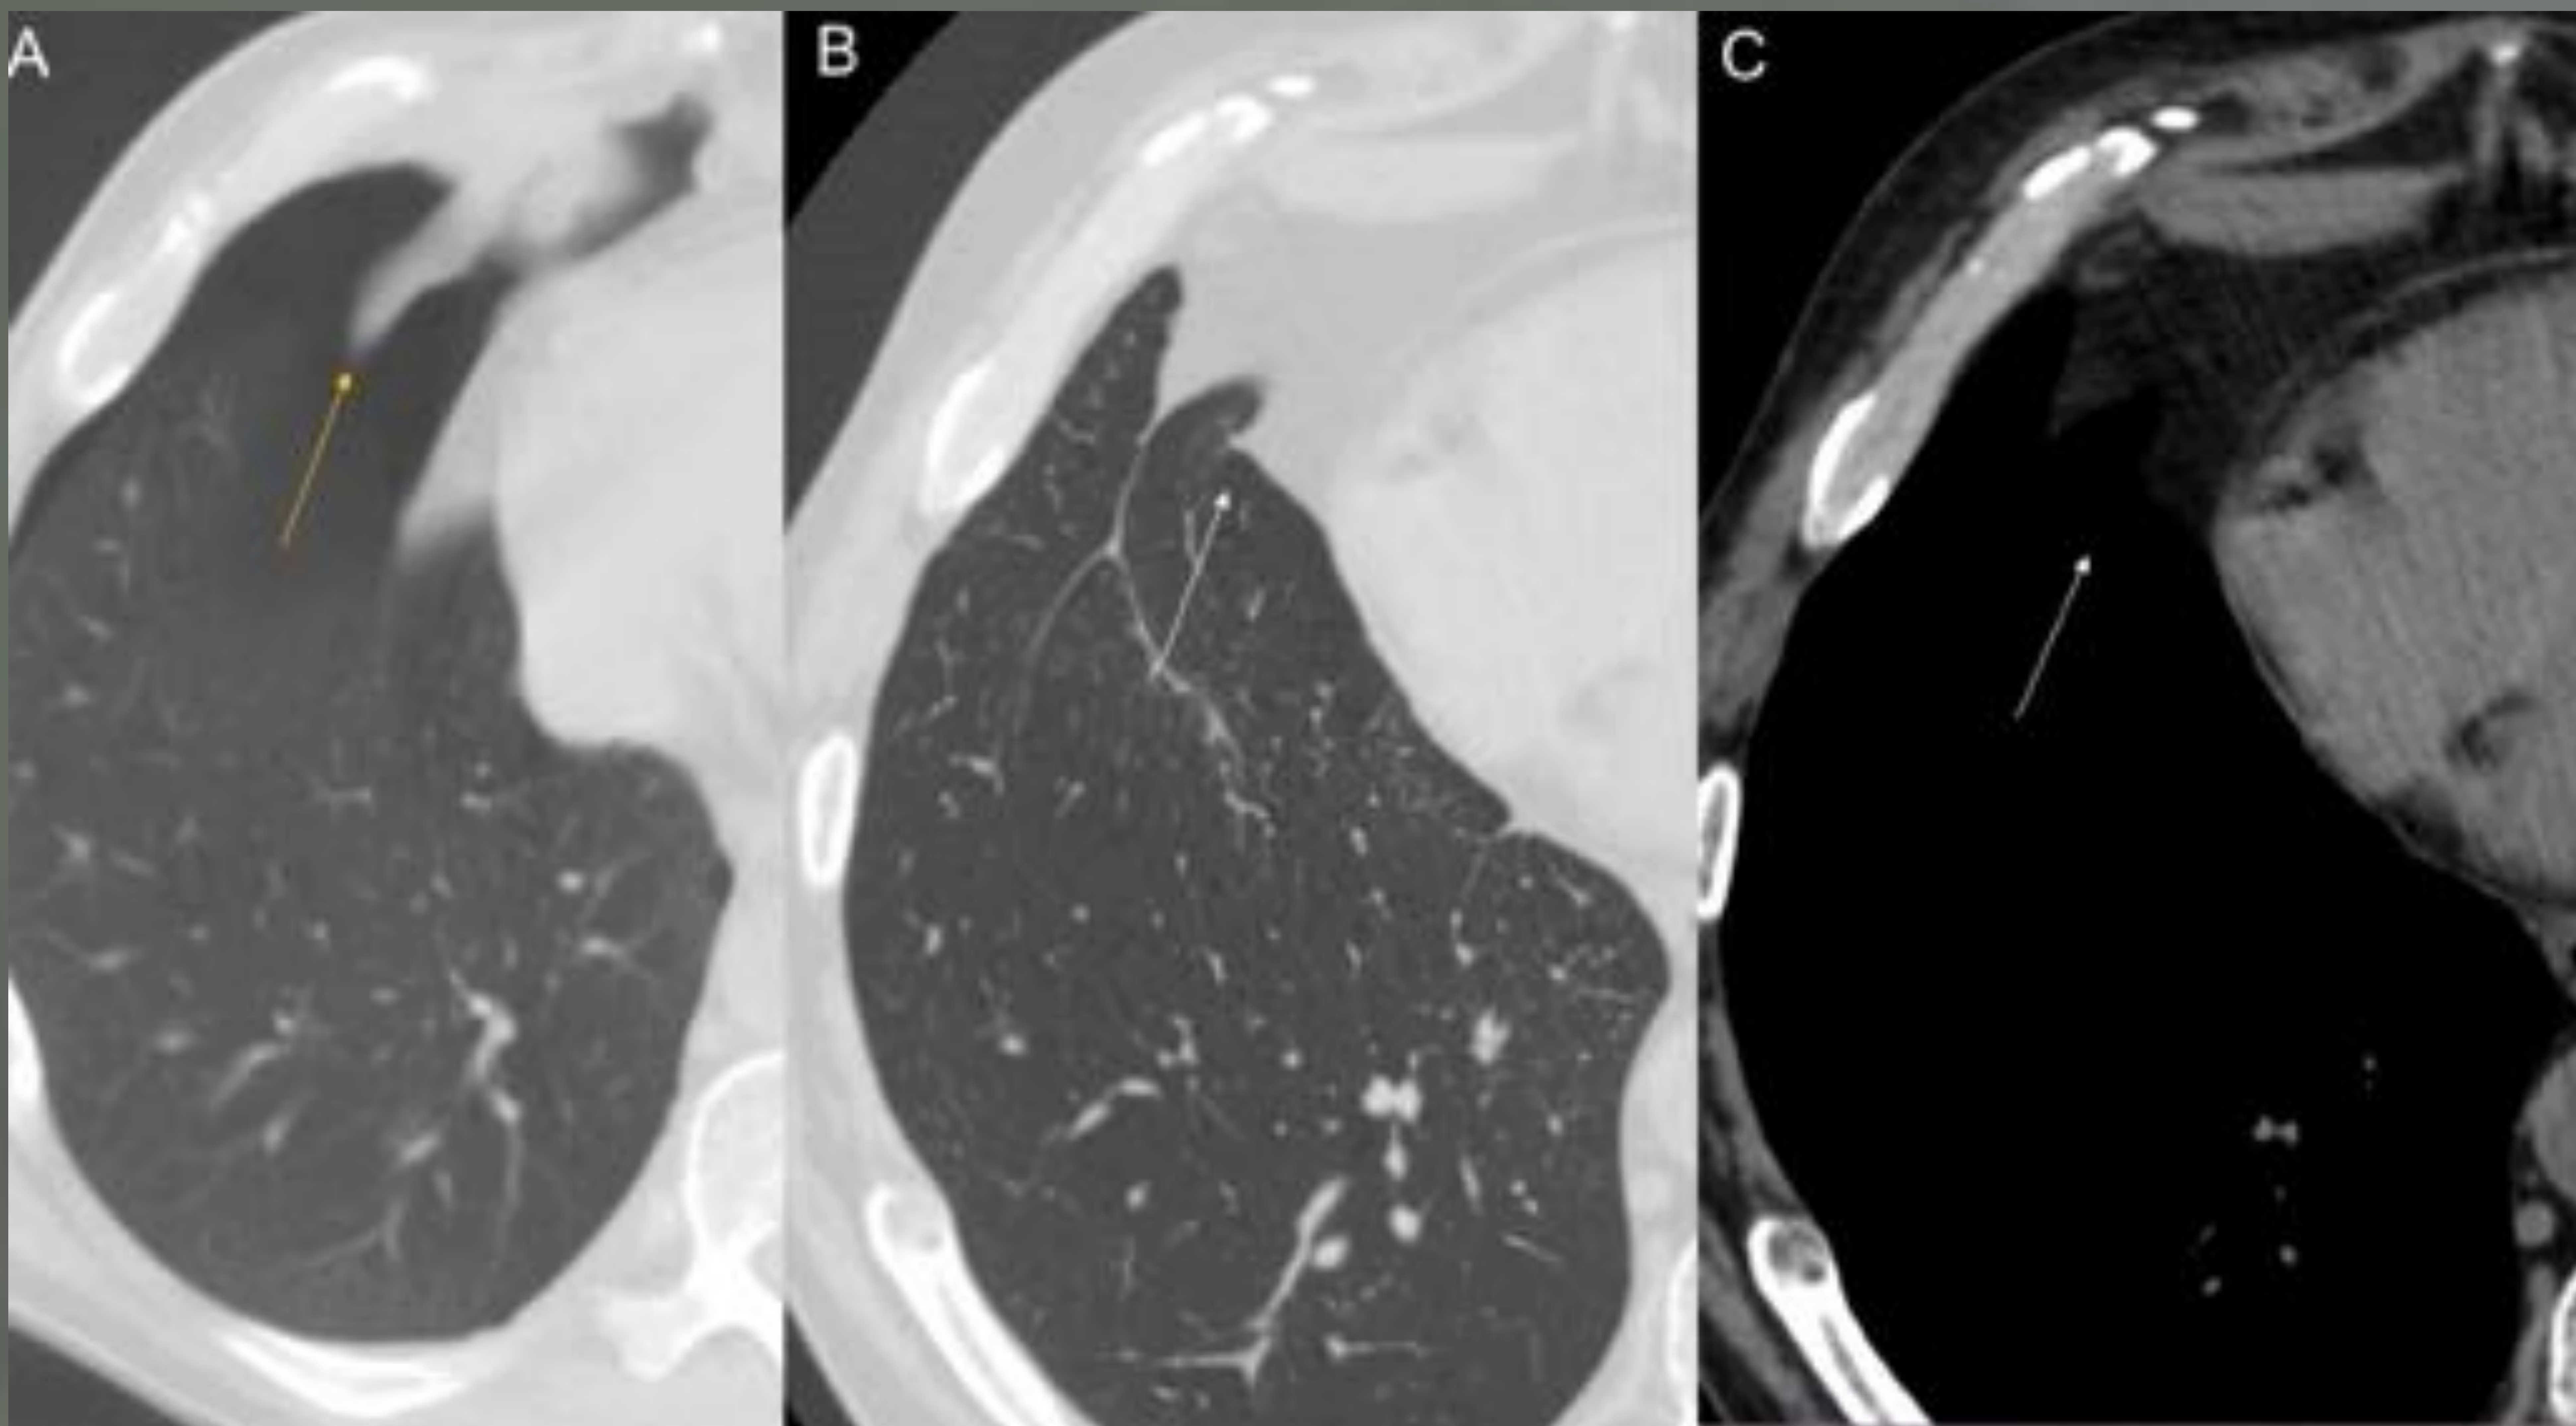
Apéndices pleurales demostrados en el mismo paciente con neumotórax derecho de la figura 3 (flecha en A). Cuatro años más tarde y ya sin neumotórax (B, C) el aspecto de la grasa en un TC al mismo nivel es el normal de la grasa del seno cardio frénico (flecha en C). Los AP no se identifican.
